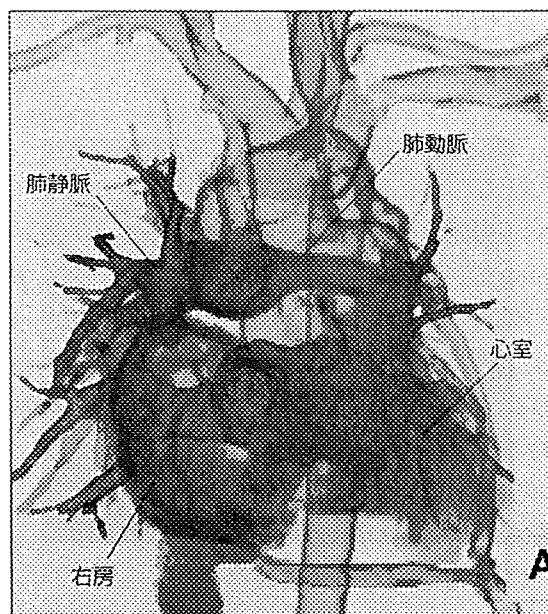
複雑心奇形の三次元CT画像（単心室心、グレン短絡手術後の症例）
